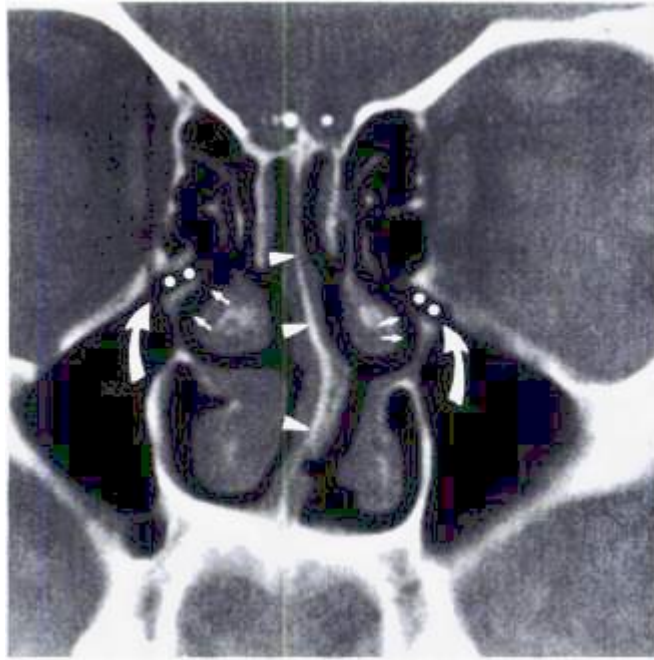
TAC Coronal que muestra la unidad osteomeatal normal. Flechas curvas: ostium maxilar, puntos: infundíbulo, flechas rectas: meato medio, cabeza de flechas: tabique nasal. Fuente: *Laine FJ, Smoker WR. The ostiomeatal unit and endoscopic surgery: anatomy, variations, and imaging findings in inflammatory diseases. AJR Am J Roentgenol. 1992 Oct;159(4):849-57.*
